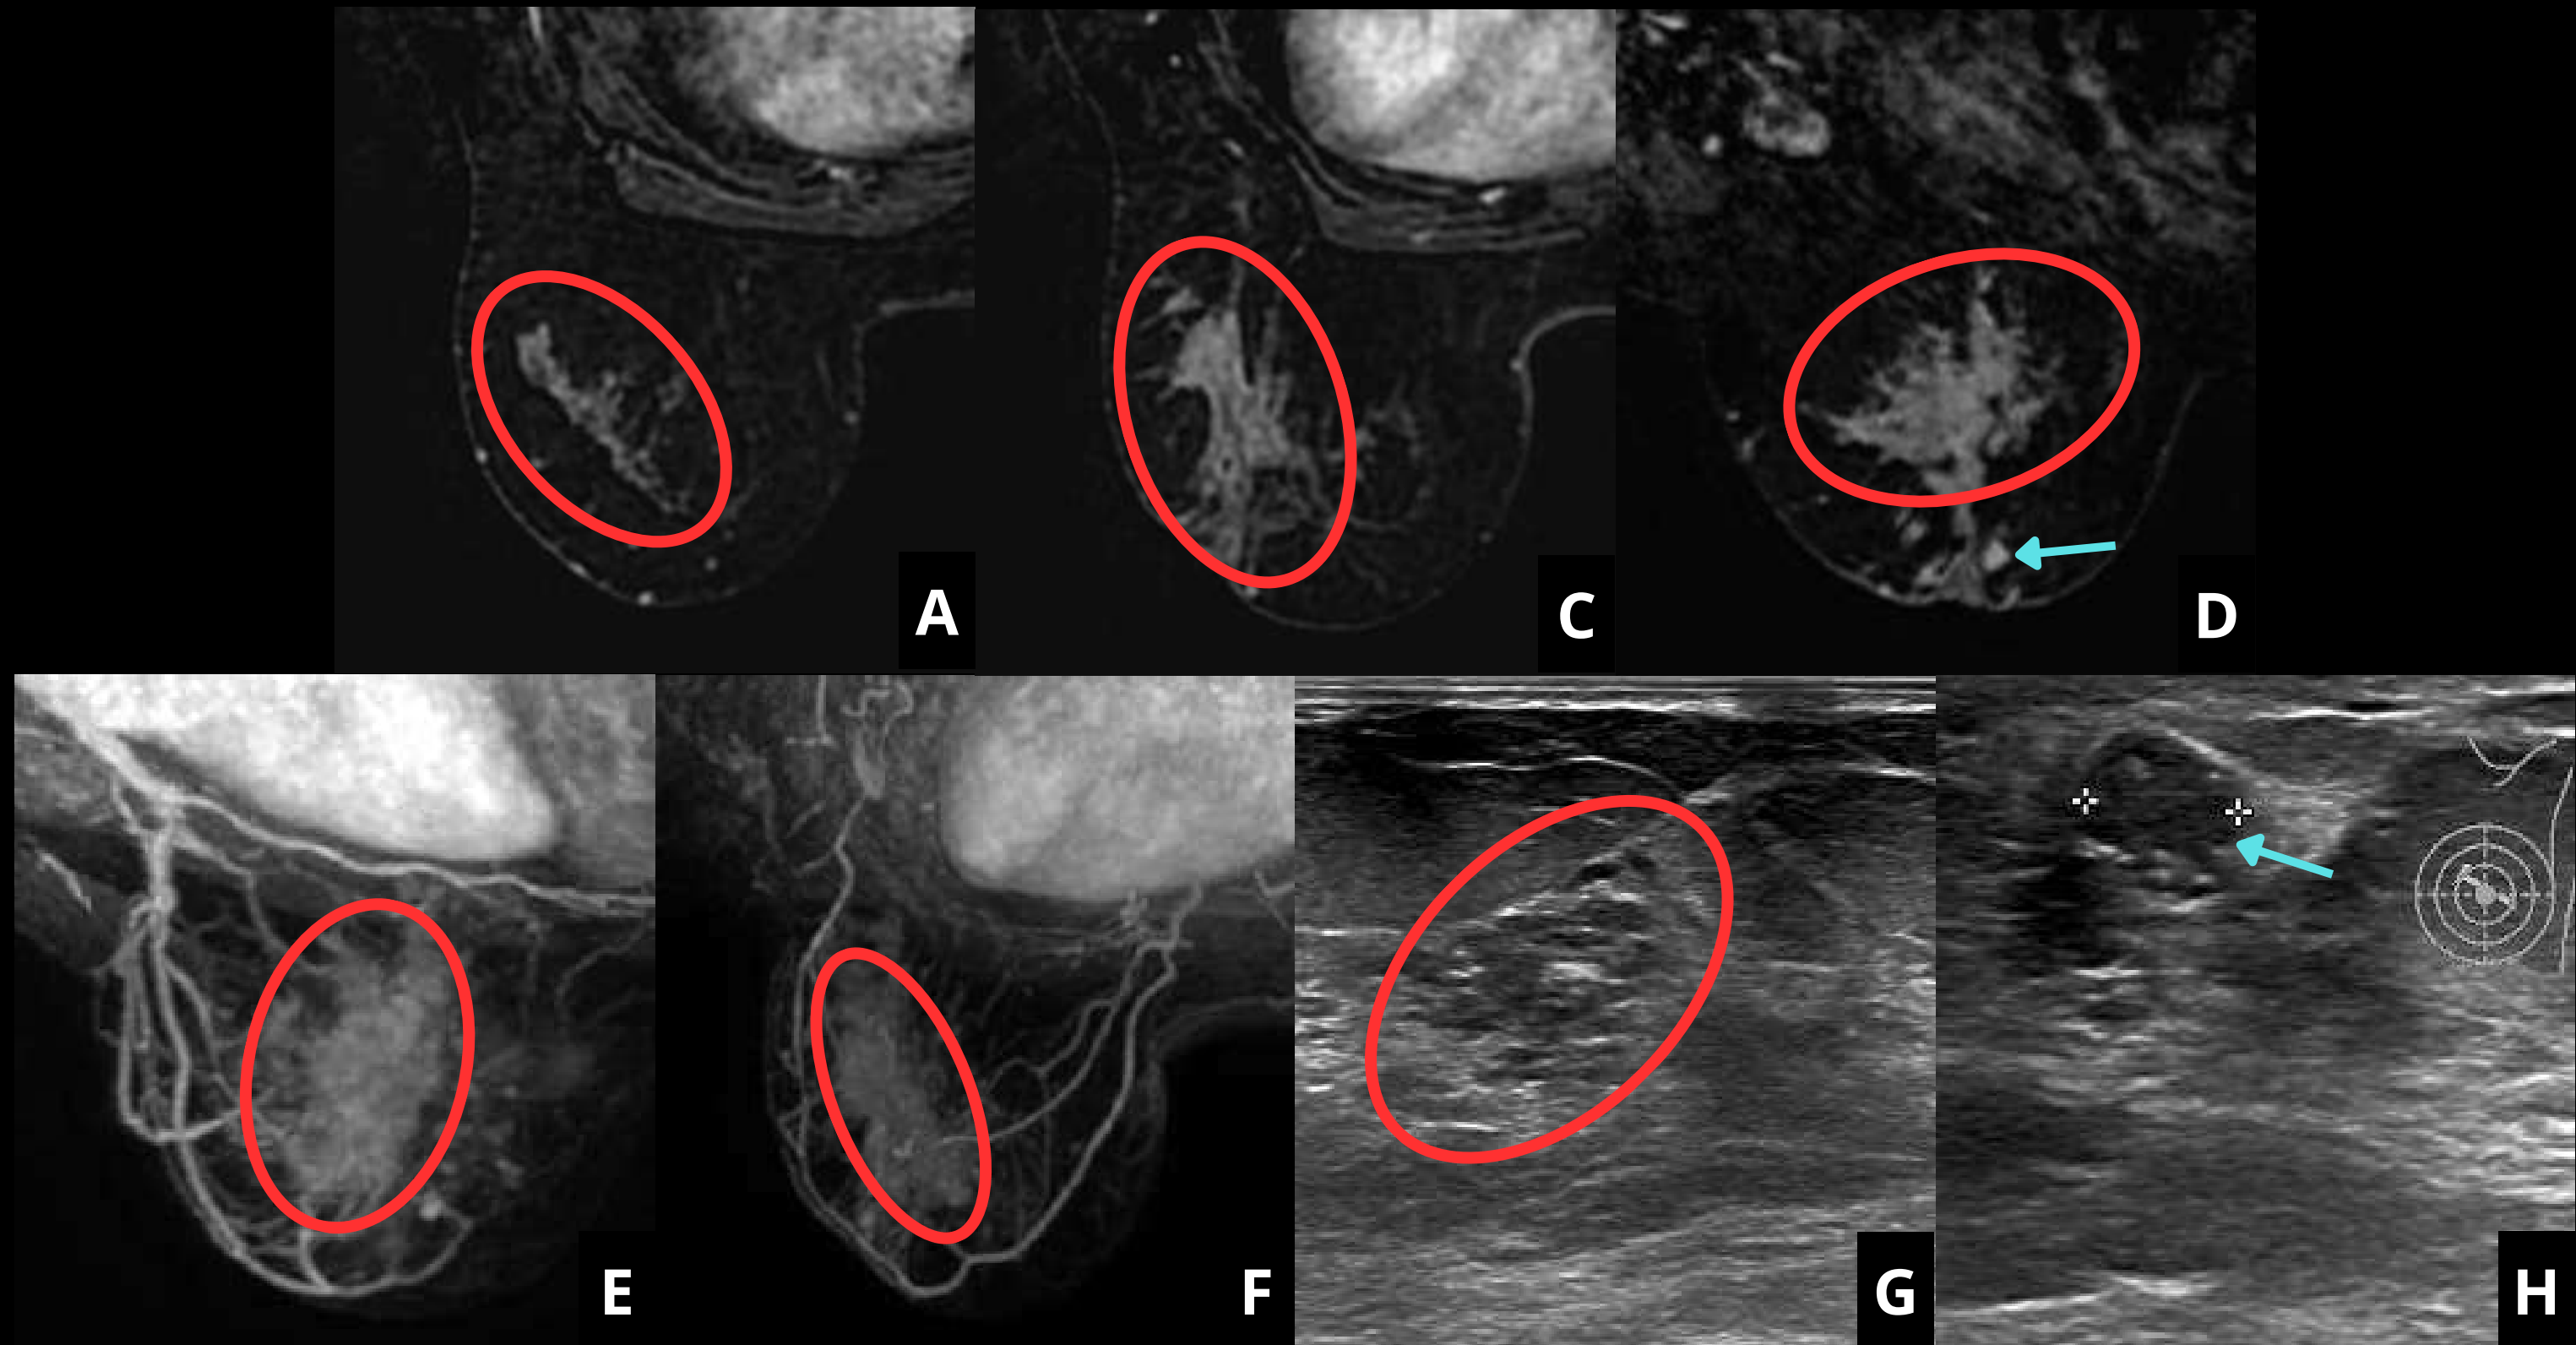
Imágenes de RM con contraste intravenoso (T1 con sustracción y 3D) y ecografía de reevaluación de la misma paciente del caso anterior, en la que se observa, además del realce no masa de contornos irregulares (círculos rojos), una lesión nodular adicional (flechas azules)
